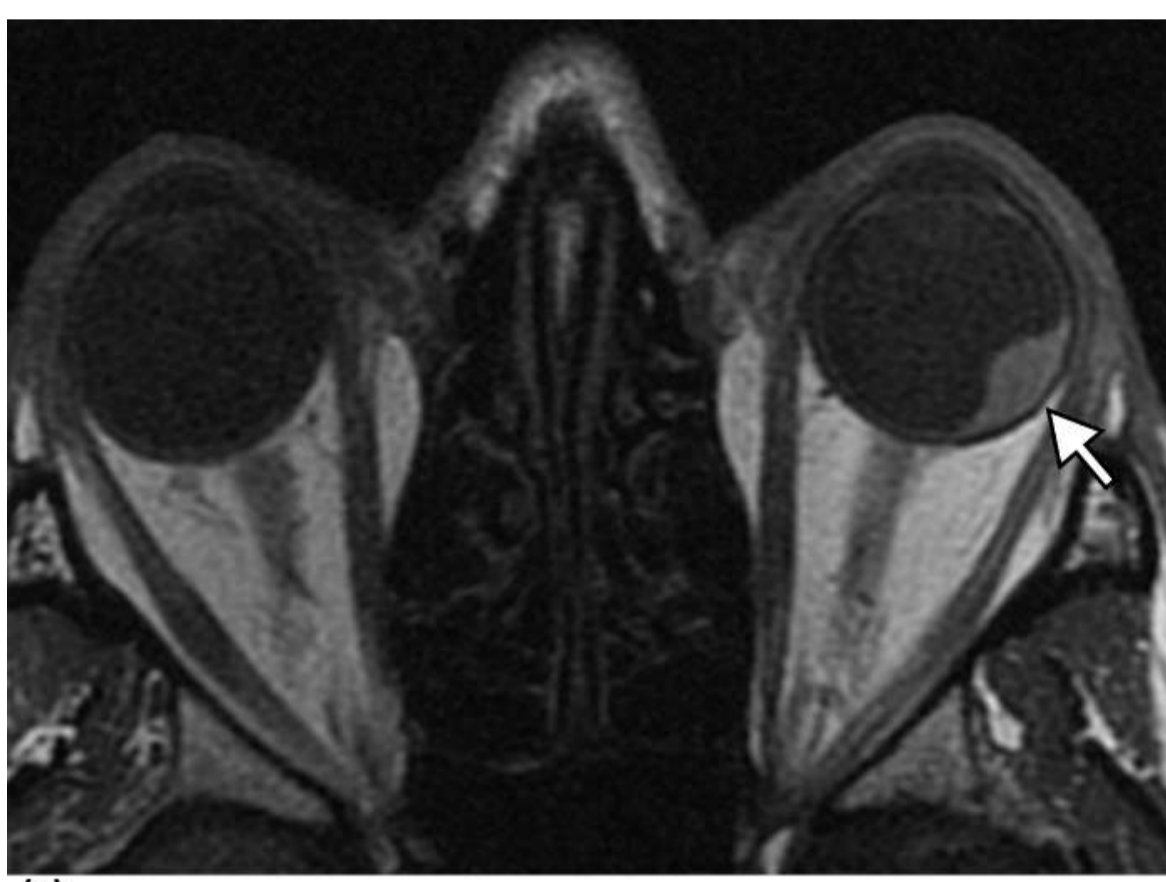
Melanoma coroideo. (a) Imagen axial de resonancia magnética ponderada en T1 sin contraste, obtenida en un hombre de 71 años, que muestra una lesión ovoidea biconvexa, hiperintensa (flecha) en el margen posterior del globo ocular izquierdo. (b) En una imagen axial de RM ponderada en T2 aparece la misma lesión hipointensa.
